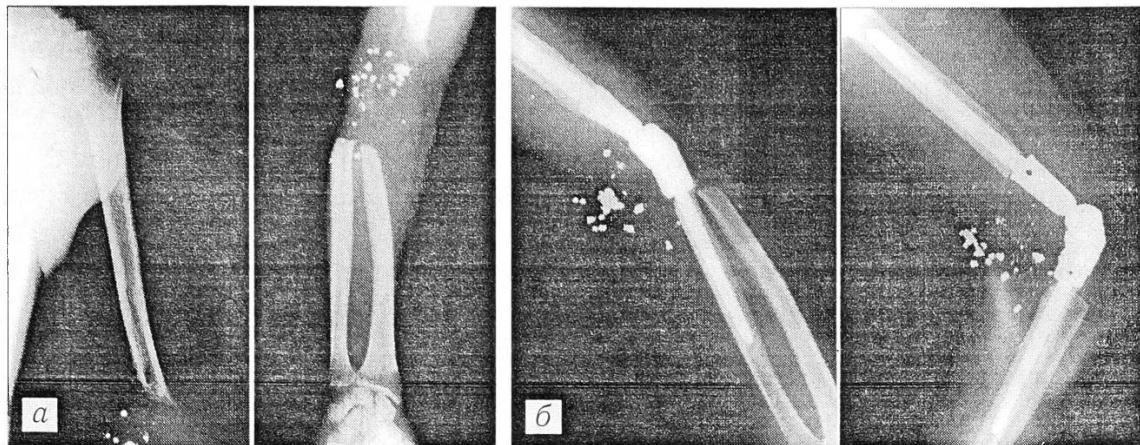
Рентгено-граммы больного П.
